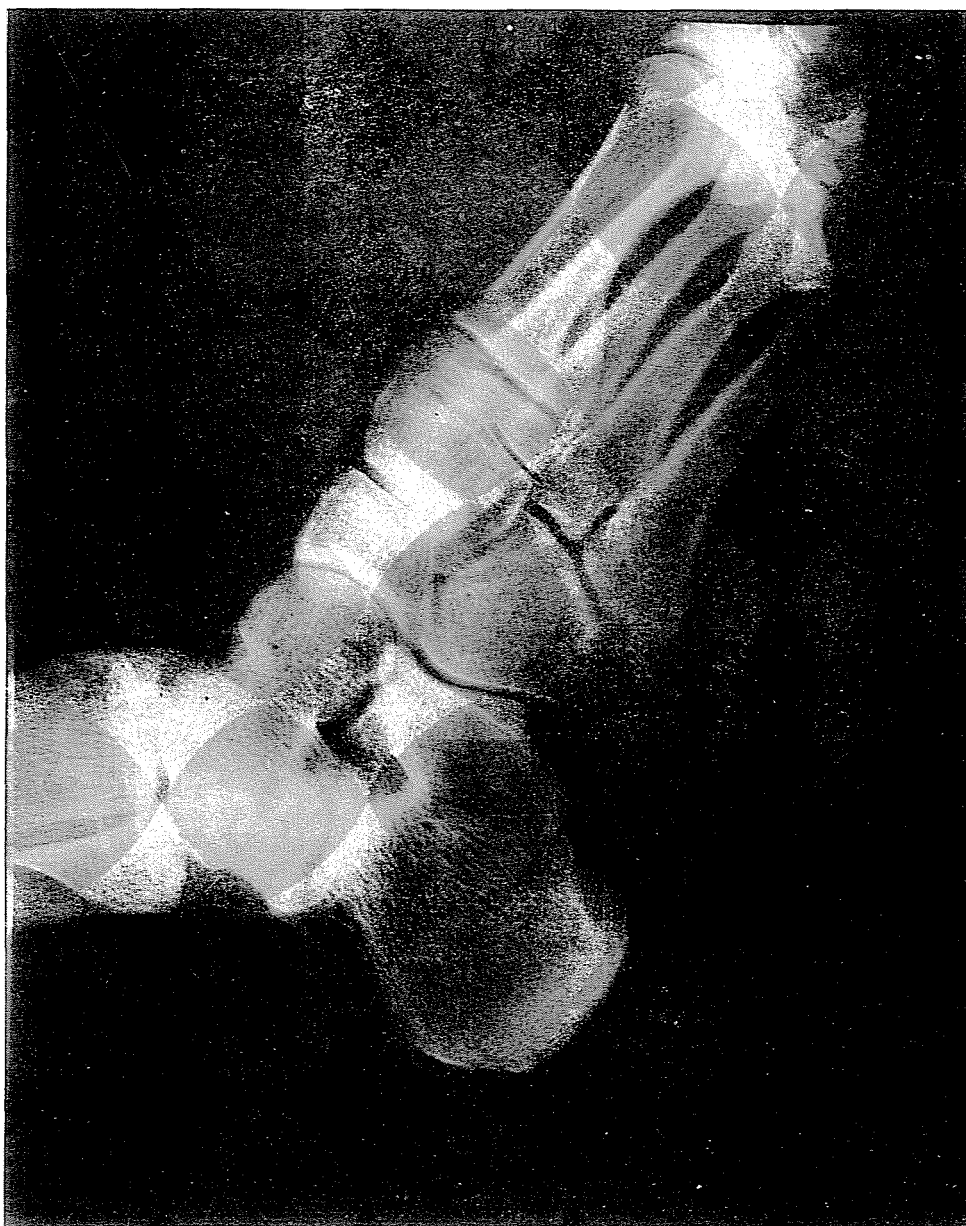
Обычный рентгеновский снимок пяточной кости. Контактная кость
